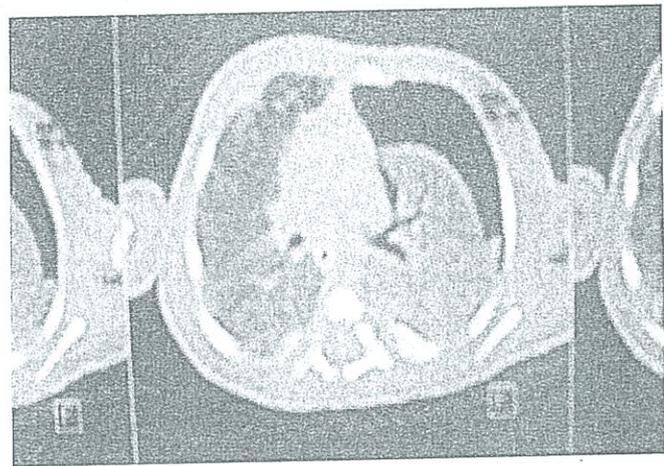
TAC de Tórax (Neumotórax a tensión).
